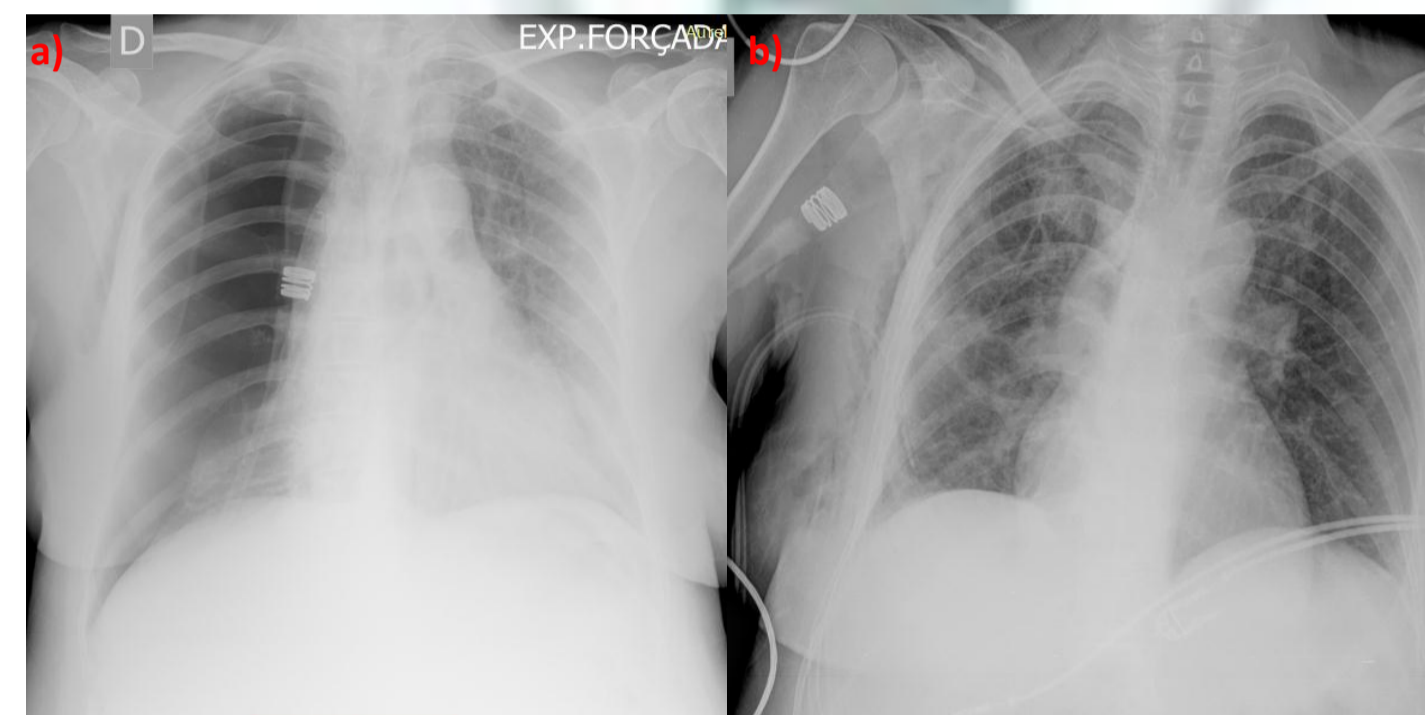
a) Radiografia de tórax 4 horas após BTT com pneumotórax de grande volume. b) Radiografia de tórax do mesmo paciente após colocação de dreno.
